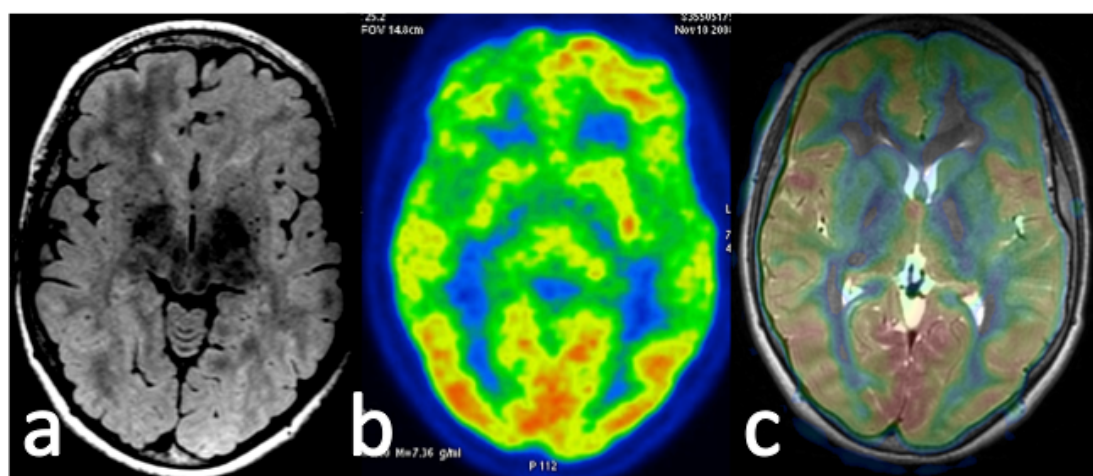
Displasia cortical focal frontal izquierda con borrosidad del margen cortical e hiperintensidad yuxtacortical en la secuencias FLAIR (a). La imagen de PET (b) se interpretó como hipometabolismo frontal derecho con metabolismo normal frontal izquierdo. En la fusión de la imagen de perfusión con RM (c) se observa clara disminución del flujo sanguíneo regional frontal izquierdo coincidente con la lesión visible en RM.
